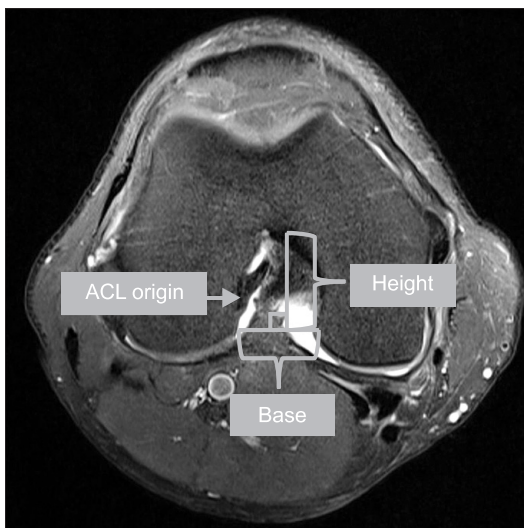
T2-weighted axial image, Measurement of the length of the base and height of the intercondylar notch at the anterior cruciate ligament (ACL) origin, ratio (height/base) was performed.
